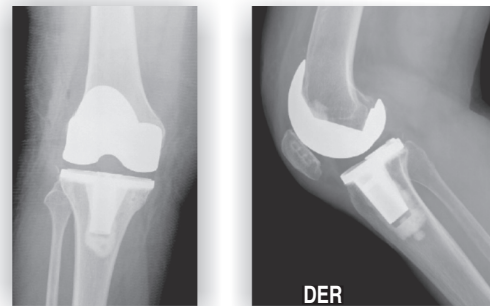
Radiografía de un RTR, vista de frente y de lado.
